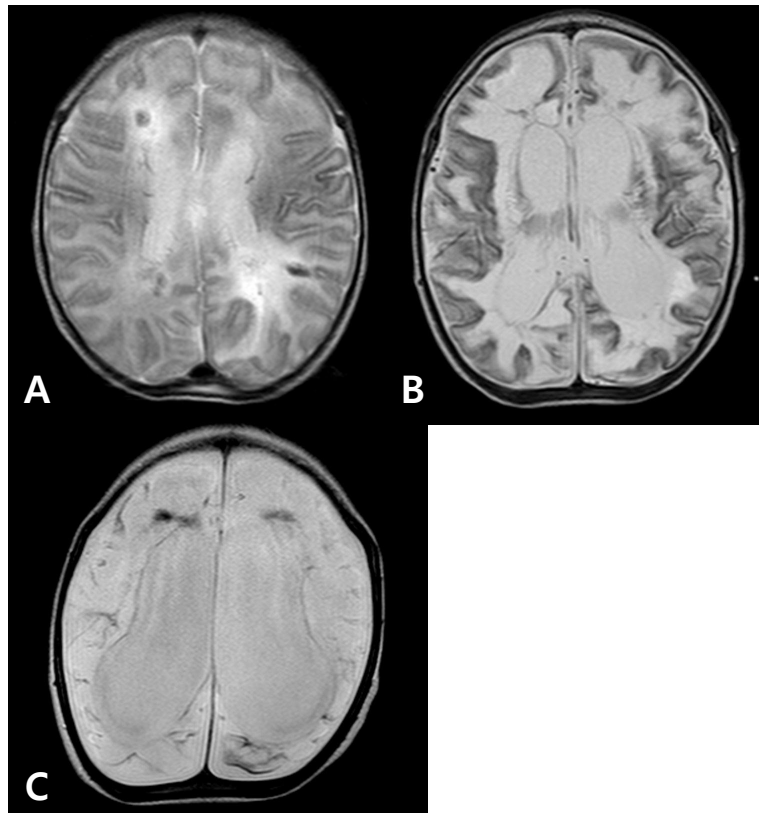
At T2-weighted axial images through basal ganglia (A) on hospital day 11, there were multifocal hemorrhages, enlarged ventricles. (B) On hospital day 26, there were marked and diffuse brain atrophy with encephalomalacia of brain. (C) Six months later after discharge, there were more progressed brain atrophy with marked encephalomalacia of entire brain.
